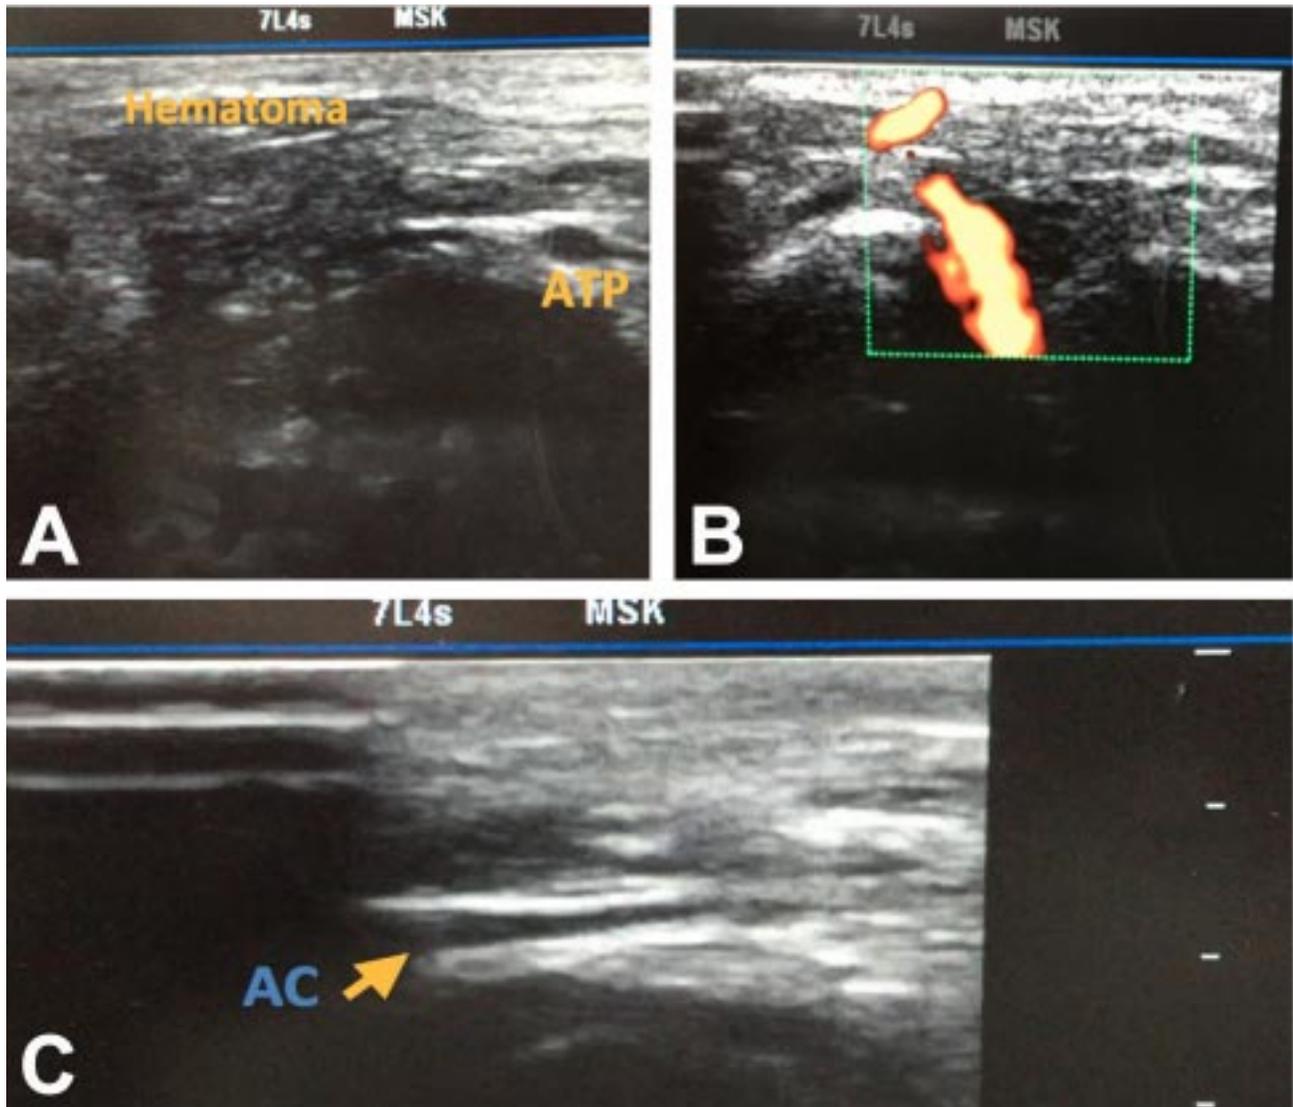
A. Imagen ultrasonográfica de arteria tibial posterior izquierda sin lesión y hematoma. B. Señal Doppler en arteria tibial posterior izquierda. C. Control ecográfico posterior de la arteria ulnar (AC) con buen relleno capilar.
